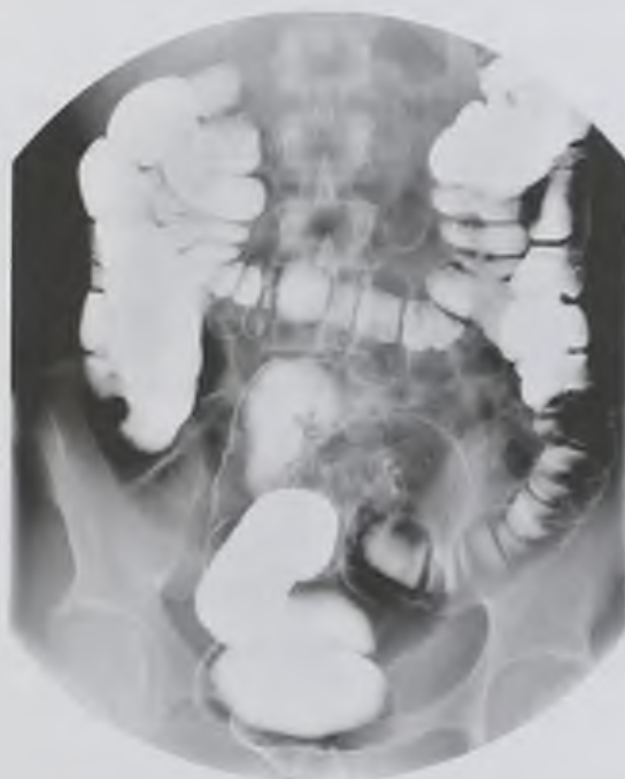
Рентгенограмма толстой кишки. Толстая кишка становится доступной для визуализации лишь после контрастирования ее взвесью бария сульфата
